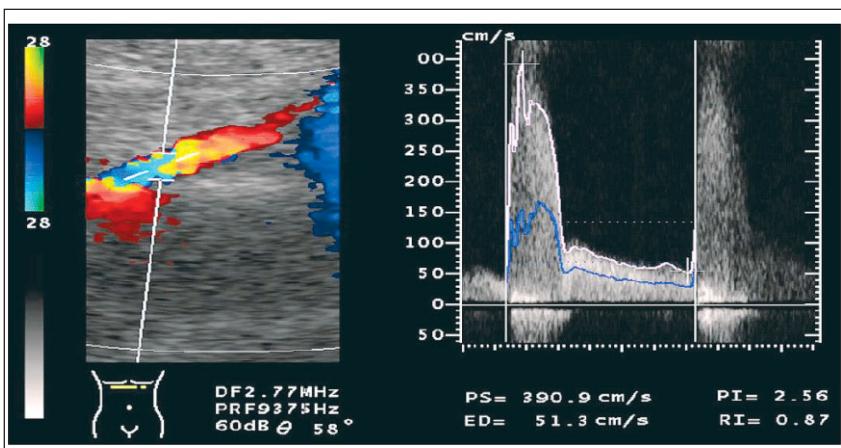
Duplexsonographie der A. mesenterica superior
